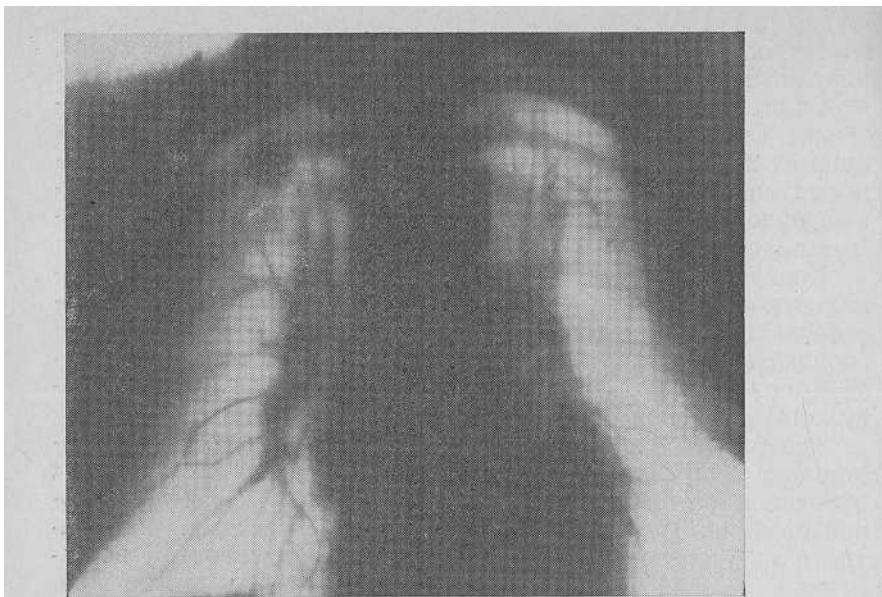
Туберкулома в верхней доле правого легкого. Томограмма.
